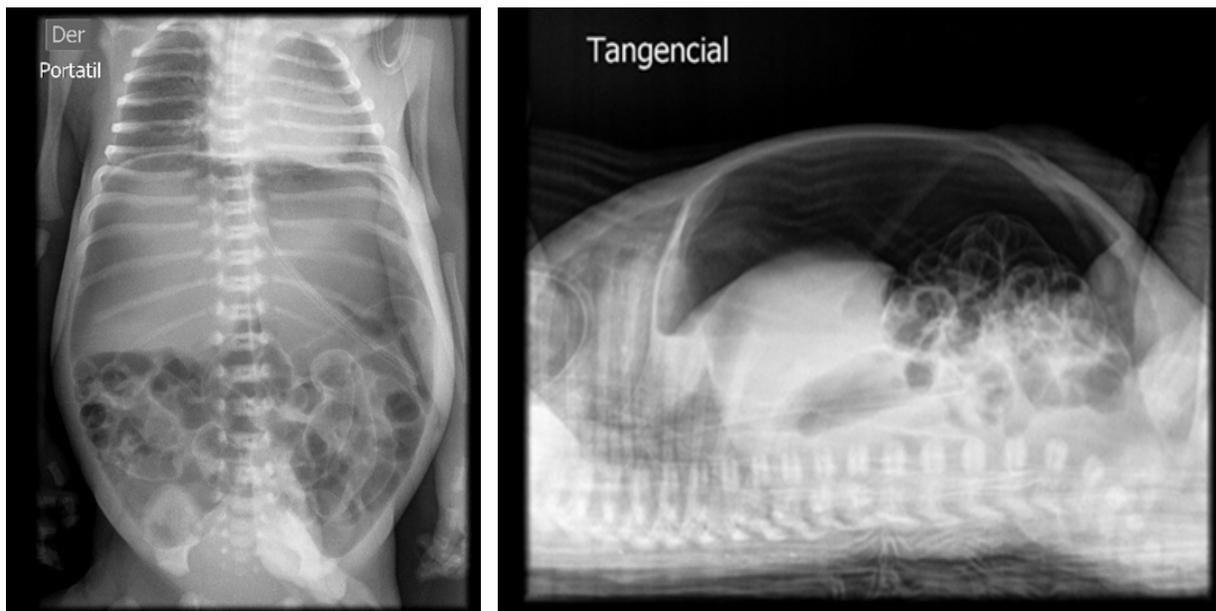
Radiografía abdominal, en decúbito y lateral (tangencial). Muestra neumoperitoneo.
